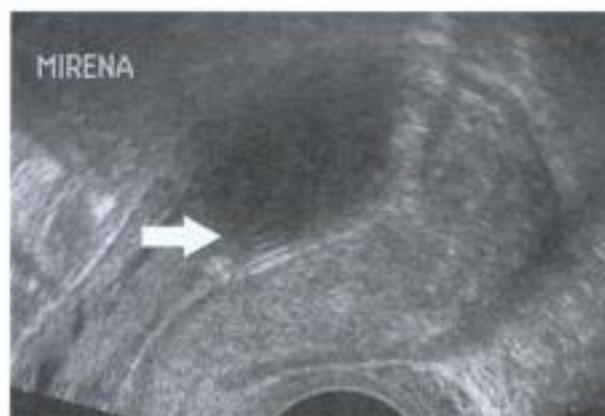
Échographie d'un DIU en place (utérus de profil, hyperéchogénicité intra-cavitaire + cône d'ombre postérieur).
